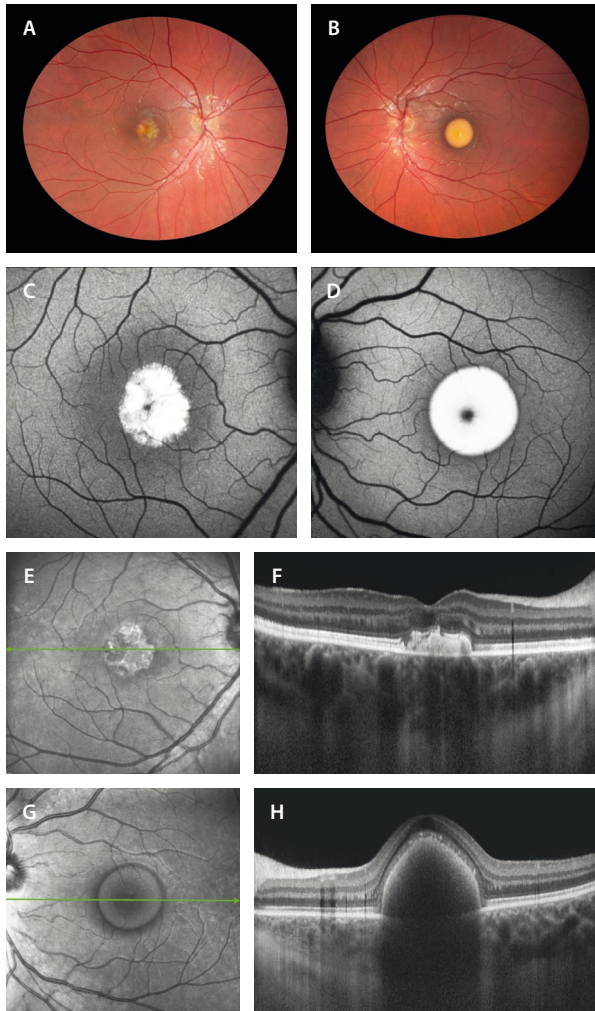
Distrofia macular viteliforme (enfermedad de Best). Varón de 9 años y mutación *BEST1* (c.11C>T). A y B) Retinografía que muestra dos lesiones con distinto patrón evolutivo. En el ojo derecho (A) se observa un material amarillento heterogéneo, secundario a la ruptura y desorganización del material viteliforme, obteniendo una imagen en «huevo revuelto». Sin embargo, en el ojo izquierdo se ve un depósito amarillento homogéneo a nivel foveal (B), ofreciendo una imagen en «yema de huevo». C y D) En la autofluorescencia, el ojo derecho muestra un patrón irregular con mínimas áreas hipoautofluorescentes (C). Por el contrario, en el ojo izquierdo la lesión es hiperautofluorescente (D). E) En la imagen cercana a la infrarroja, la lesión se ve hiperreflectiva y con bordes irregulares. F) En la tomografía de coherencia óptica se aprecia un depósito hiperreflectivo subretiniano con cambios sobre la zona de los elipsoides, pero con una membrana limitante externa normal. G) La imagen cercana a la infrarroja muestra una lesión circular e hiporreflectiva. H) En la tomografía de coherencia óptica, el material viteliforme se ve hiperreflectivo, dando una imagen cupuliforme con cambios puntiformes en la capa de los elipsoides y con una membrana limitante continua. La coroides en ambos ojos (F-H) es gruesa, propia de pacientes hipermétropes. Pese a la apariencia del ojo derecho, la agudeza visual permanece normal en ambos ojos.
